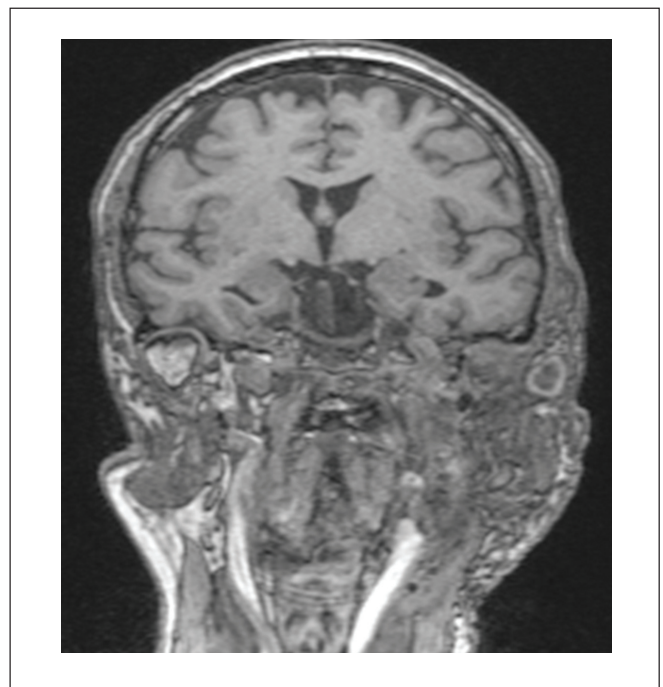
МРТ головного мозга и мягких тканей шеи, T2-ВИ с подавлением сигнала от жировой ткани, в корональной плоскости. Параганглиома, тип С. Послеоперационный контроль спустя 6 месяцев после хирургического лечения: данных за рецидив новообразования не выявлено.
